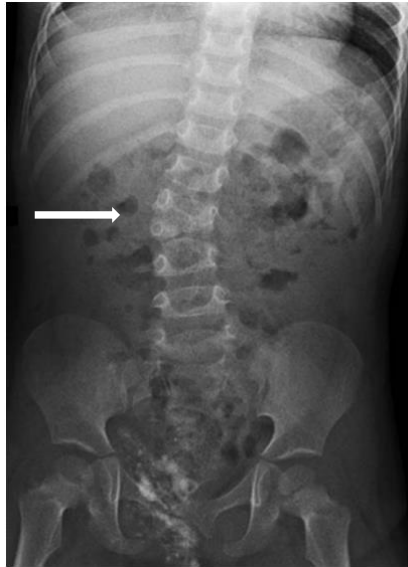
Radiografía de columna que muestra hemivértebra (señalada con flecha).
